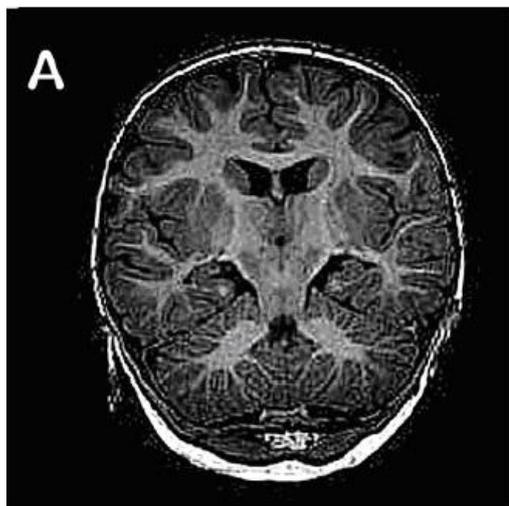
Imagen tridimensional coronal T1 que demuestra en un niño de 12 meses de edad el patrón adulto de mielinización con alta señal de mielina que se extiende hasta las fibras U subcorticales de los lóbulos frontales y temporales así como en todo el cerebelo. La imagen fue obtenida por una resonancia magnética de tres teslas.
